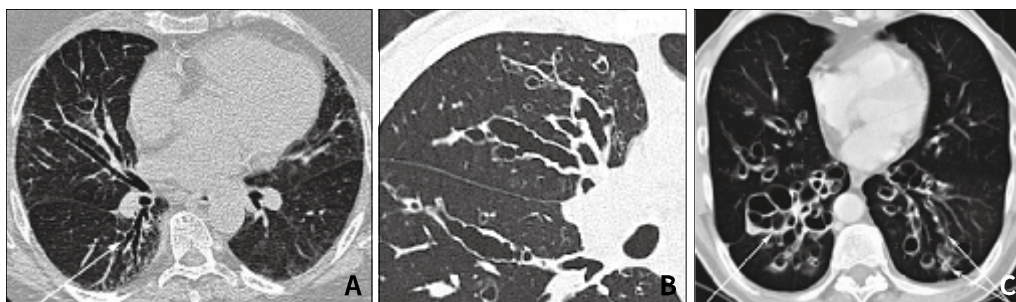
Typical CT findings of bronchiectasis according to radiologic type; (A) cylindrical, (B) varicose, (C) saccular.
